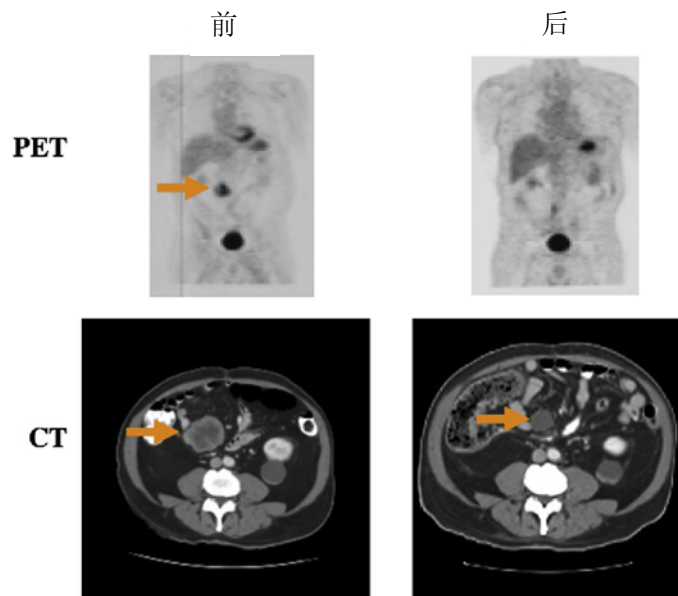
PET 扫描显示复发性 GIST 对伊马替尼治疗的反应。PET 扫描示，腹膜复发 GIST（左下）摄取增加（左上）。使用伊马替尼数周后，获得部分缓解，肿瘤体积缩小（右下），PET 摄取缺如（右上）。[经许可引自 DeMatteo RP. The GIST of targeted cancer therapy: a tumor (gastrointestinal stromal tumor), a mutated gene (c-kit), and a molecular inhibitor (STI571). Ann Surg Oncol 2002;9:831)]
